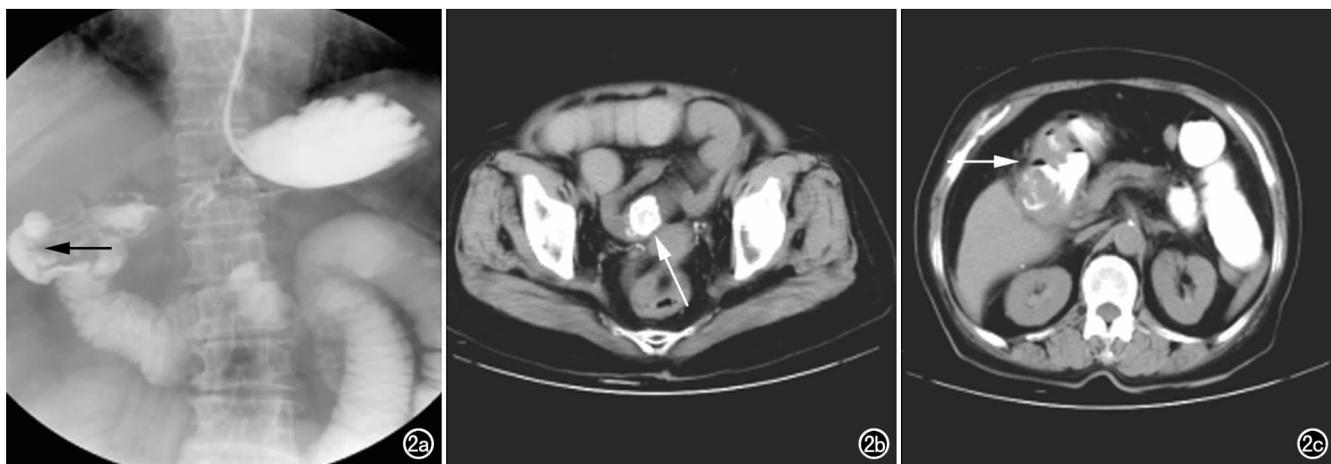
患者,女,90岁,临床诊断为肠梗阻。a) 上消化道碘水造影示十二指肠旁碘水外漏(箭); b) 口服碘水后腹部CT检查示回肠内类圆形高密度结节(箭); c) 口服碘水后腹部CT检查示胆囊积气并可见碘水影(箭)。图3 患者,男,69岁,临床诊断为肠梗阻。a) 上消化道碘水造影示空肠扩张,梗阻端见类圆形结节状充盈缺损(箭); b) 口服碘水后上腹部CT检查矢状面重组示空肠梗阻端等密度结节状充盈缺损(箭)。
